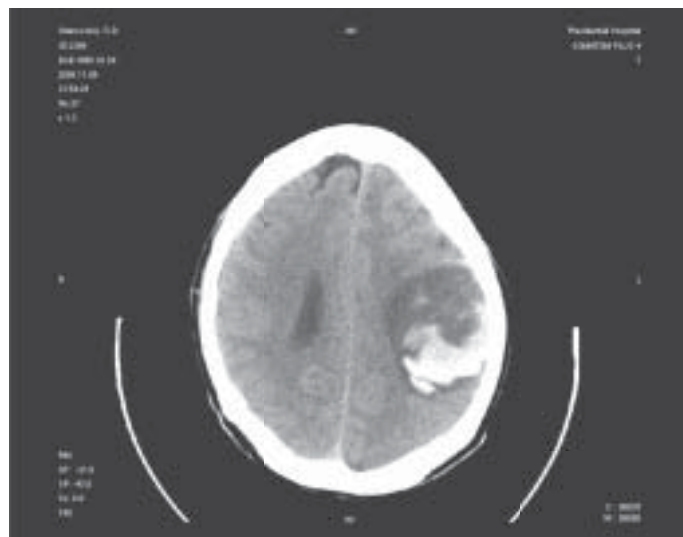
КТ головного мозга пациента из группы с геморрагической трансформацией по типу гематомы.
